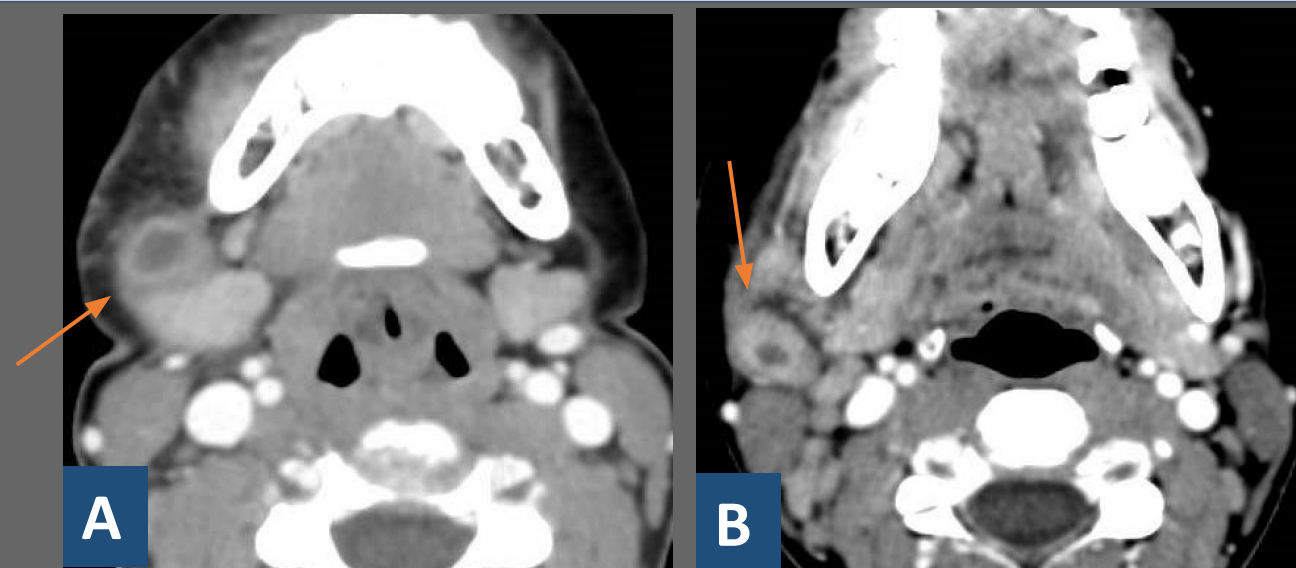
Paciente con dolor cervical y síntomas de faringitis aguda al que se le realiza un TC con contraste IV de cuello. Las imágenes muestran cortes axiales con ganglios cervicales de aspecto inflamatorio, llamando la atención en imagen A uno de ellos en nivel Ib derecho (*flecha*) con centro hipodenso y realce periférico, acompañado de cambios inflamatorios en la grasa del espacio bucal. Del mismo modo, en la imagen B se observa una adenopatía en nivel II derecho (*flecha*) con hipodensidad central en relación con inicio de abscesificación.
